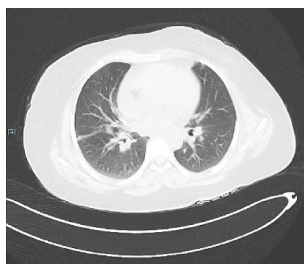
Patient underwent lung CT scan one day after induced abortion
